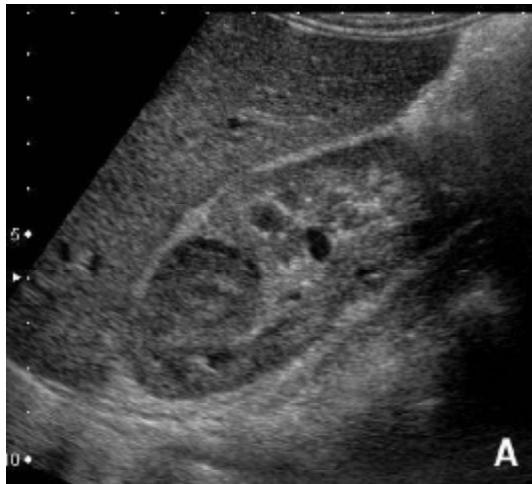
Échographie : pyélonéphrite focale avec lésion du pôle supérieur (A) non
